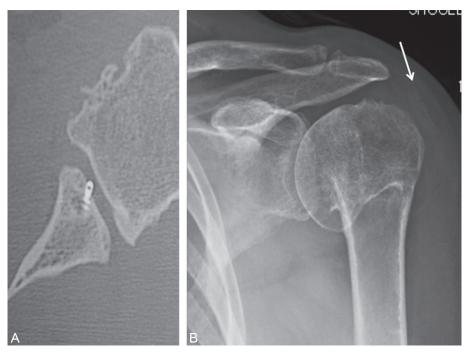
a. Coupe scannographique d'une épaule gauche. Une ancre métallique mal positionnée sera facilement repérée. b. Radiographie antéropostérieure d'une épaule gauche, antécédent de tubéroplastie pour malunion de l'humérus proximal. Une ancre résorbable est visible dans l'espace sous-acromial.
